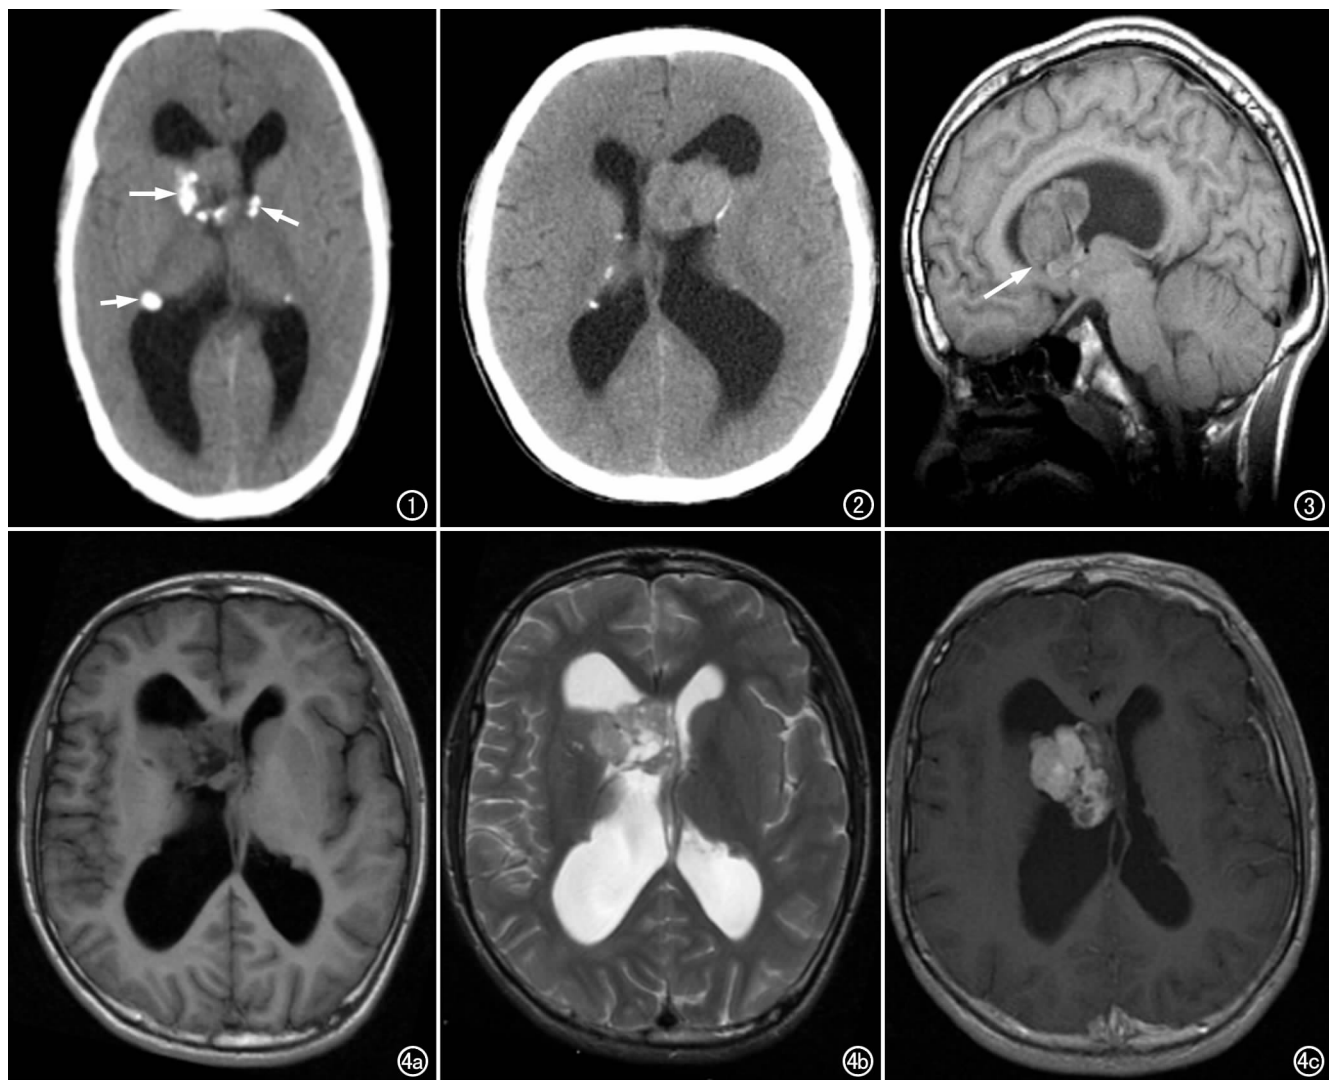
右侧室间孔区 SGCA,CT 示肿瘤密度不均匀,肿瘤周边和双侧侧脑室室管膜下可见高密度钙化结节(箭)。图 2 左侧额角近室间孔区 SGCACT 示,肿瘤周边和双侧侧脑室室管膜下可见高密度钙化结节。图 3 矢状面  $T_1$  WI 显示室间孔区域的等及稍低  $T_1$  信号肿块(箭)。图 4 轴面  $T_1$  WI、 $T_2$  WI 和增强图像示右侧脑室额角近室间孔区不规则形肿块。a)  $T_1$  WI 病灶呈等及低  $T_1$  信号; b)  $T_2$  WI 病灶呈等及高  $T_2$  信号,内部信号不均匀; c) 增强扫描示病灶肿瘤呈不均匀强化。
